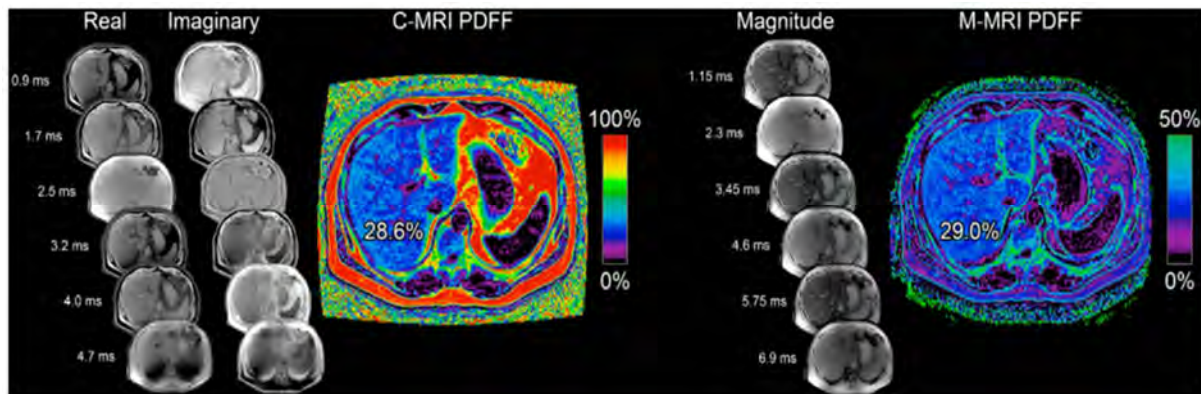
Image d'évaluation et de quantification de la stéatose par IRM-PDFF (magnetic resonance imaging-proton density fat fraction)
